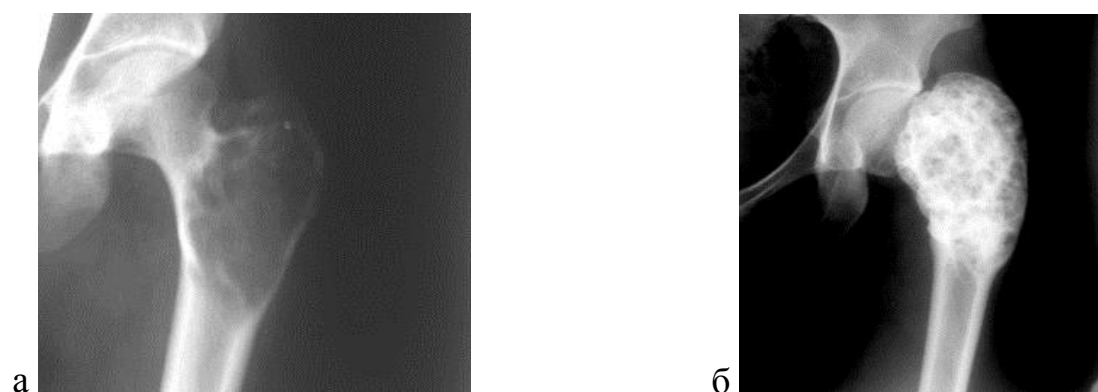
Рентгенография правого тазобедренного сустава в прямой проекции до лечения (а) и после лечения методом ПД с неорганотипической перестройкой костной ткани (б)
